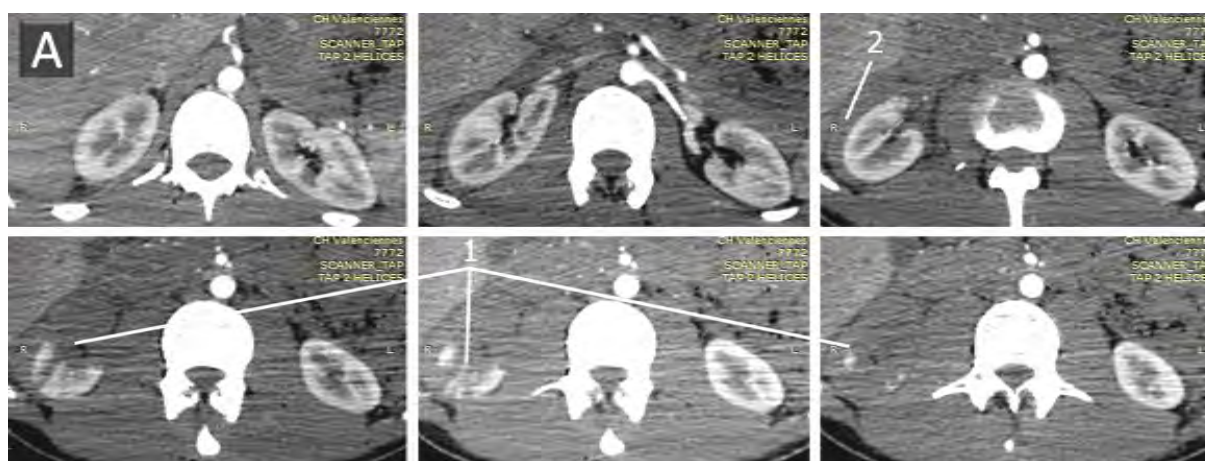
Coupes axiales en TDM au temps artériel montrant la fracture rénale (a)
